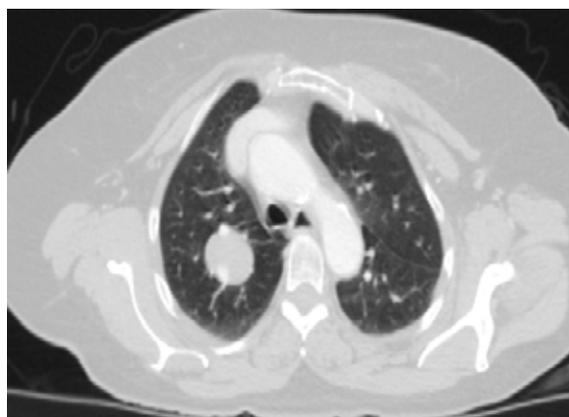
Tomografía computarizada de tórax donde se observa un nódulo en el lóbulo superior derecho.
